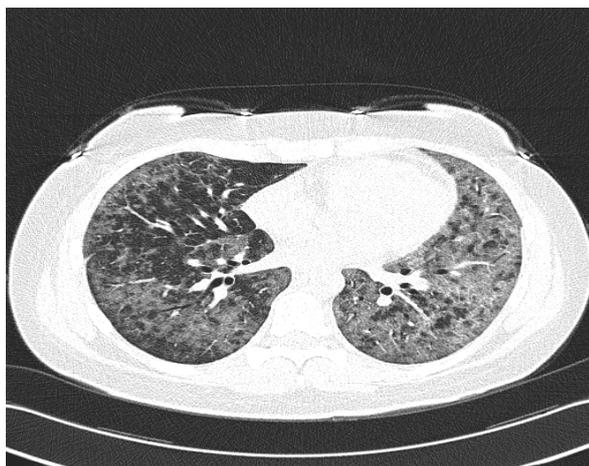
Аспаргеллез легких на рентгенограмме пациента Б., 1957 года рождения, страдающего ОЛЛ
